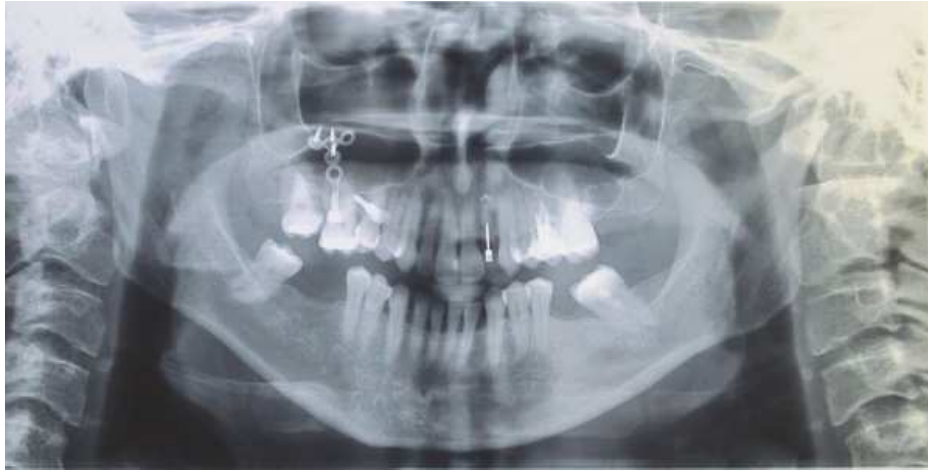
Radiographie panoramique après la pose de la miniplaque et des deux minivis.
